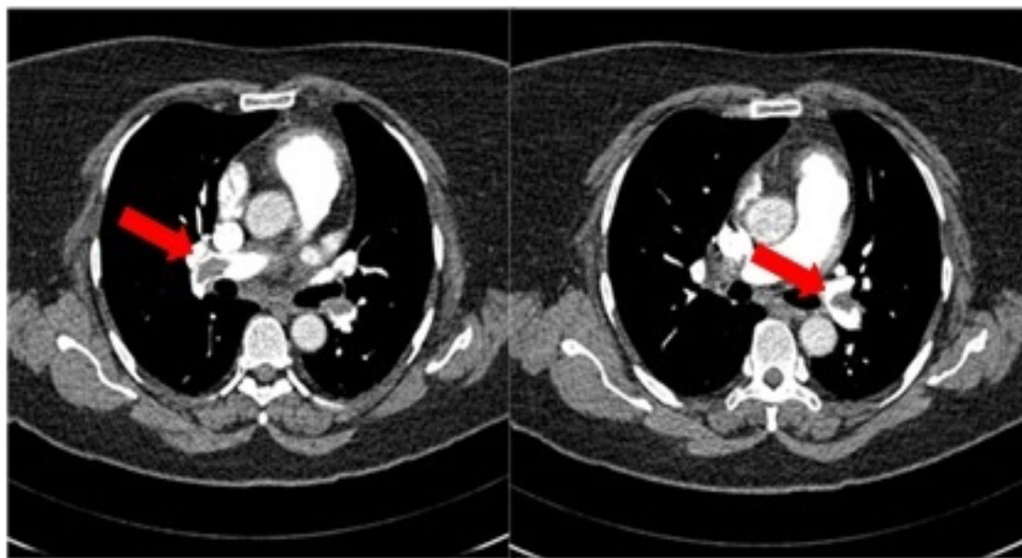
Angiotomografia de artérias pulmonares mostrando as falhas de enchimento (setas) decorrentes de trombos em ambas as artérias pulmonares
